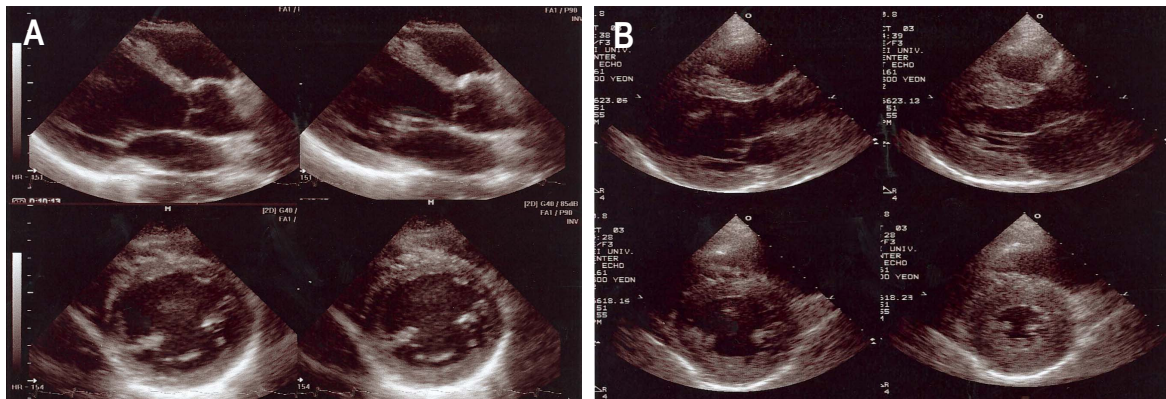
A. The initial echocardiography revealed the dilatation and hypokinesia of left ventricle.
